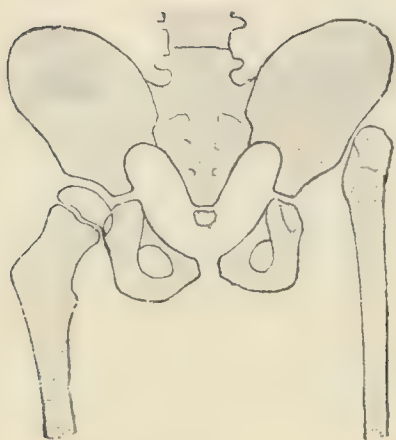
Luxation der rechten Hüfte. Radiographie vom 2. September 1901.
